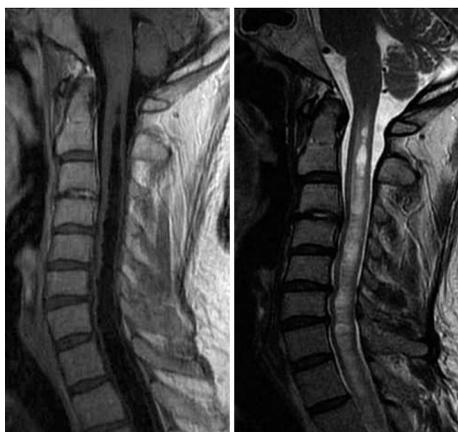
МРТ шейного отдела. Распространение сирингомиелической полости на шейный отдел спинного мозга.
